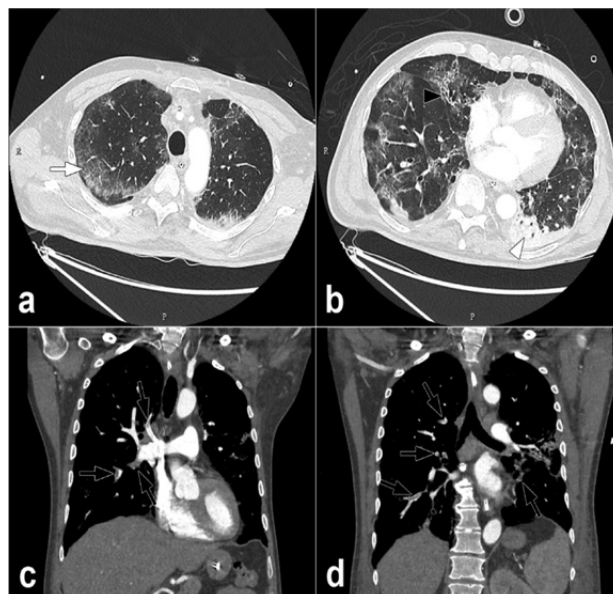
CT angiographie pulmonaire d'un homme de 68 ans. Images obtenues 10 jours après le début de la phase symptomatique. Les images axiales (a, b) montrent des opacités périphériques en verre dépoli (flèche, image a) associées à des zones de consolidation (tête de flèche, image b). Les images coronales (c, d) montrent une embolie pulmonaire lobaire et segmentaire bilatérale (flèches noires).
